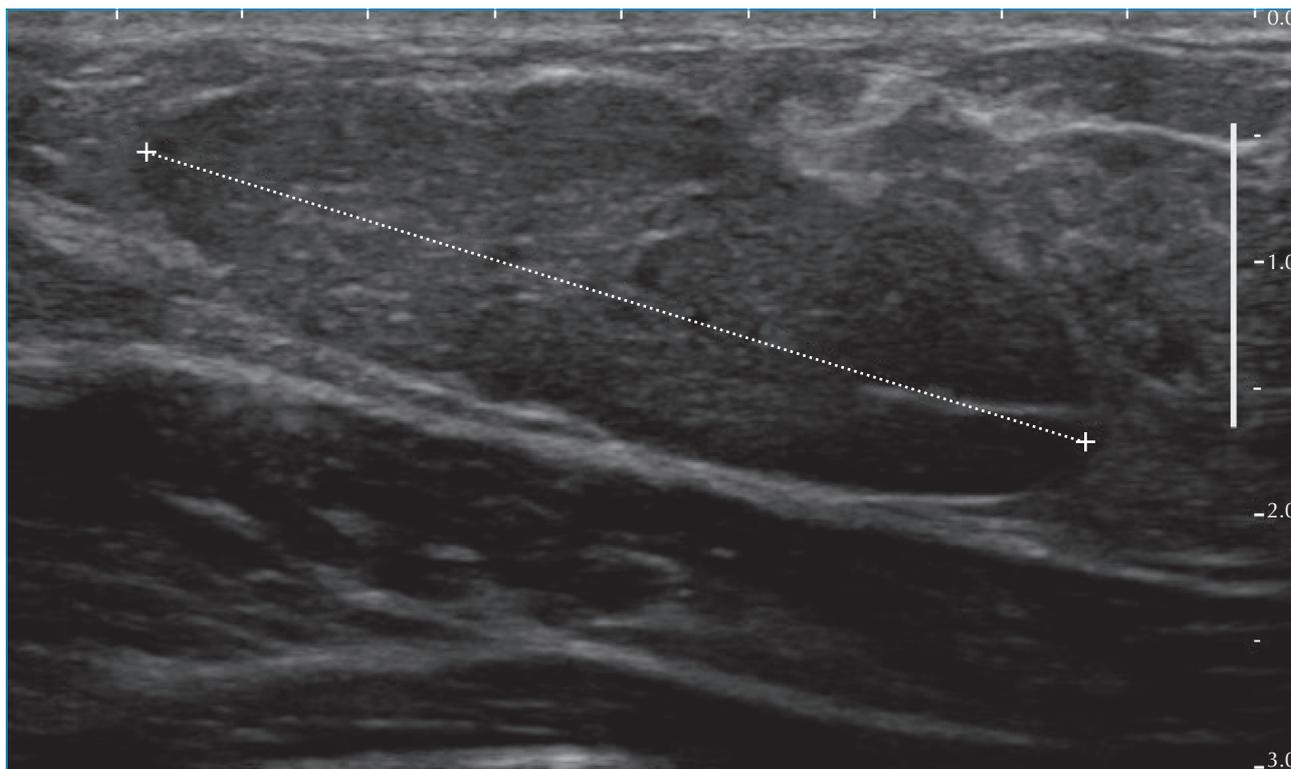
Dix-huit ans. Nodule palpable mobile ayant augmenté de taille récemment. Échographie : masse solide de caractéristiques bénignes (parallèle à la peau, iso-échogène, bord circonscrit). Exérèse : adénofibrome de 40 mm.
